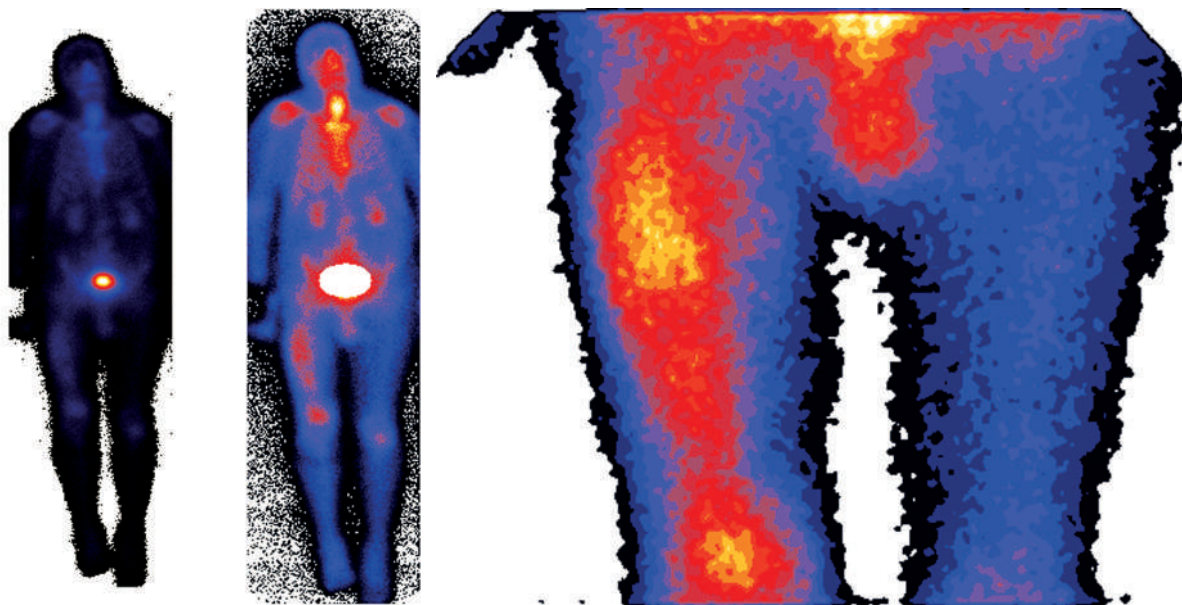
DІ. Остеосцинтиграфія, передня фронтальна проекція.
